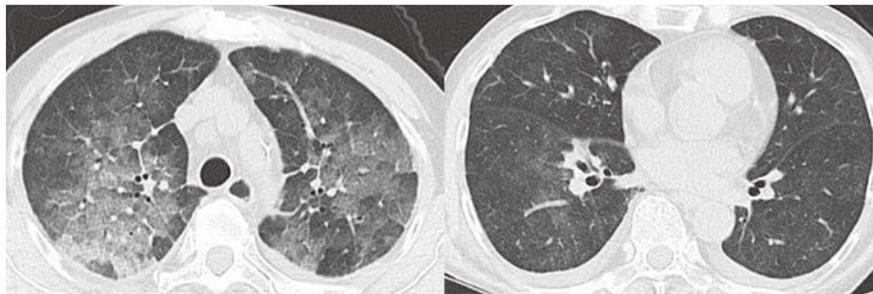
Chest computed tomography (CT) six days after admission revealed bilateral ground-glass opacities and consolidations.
